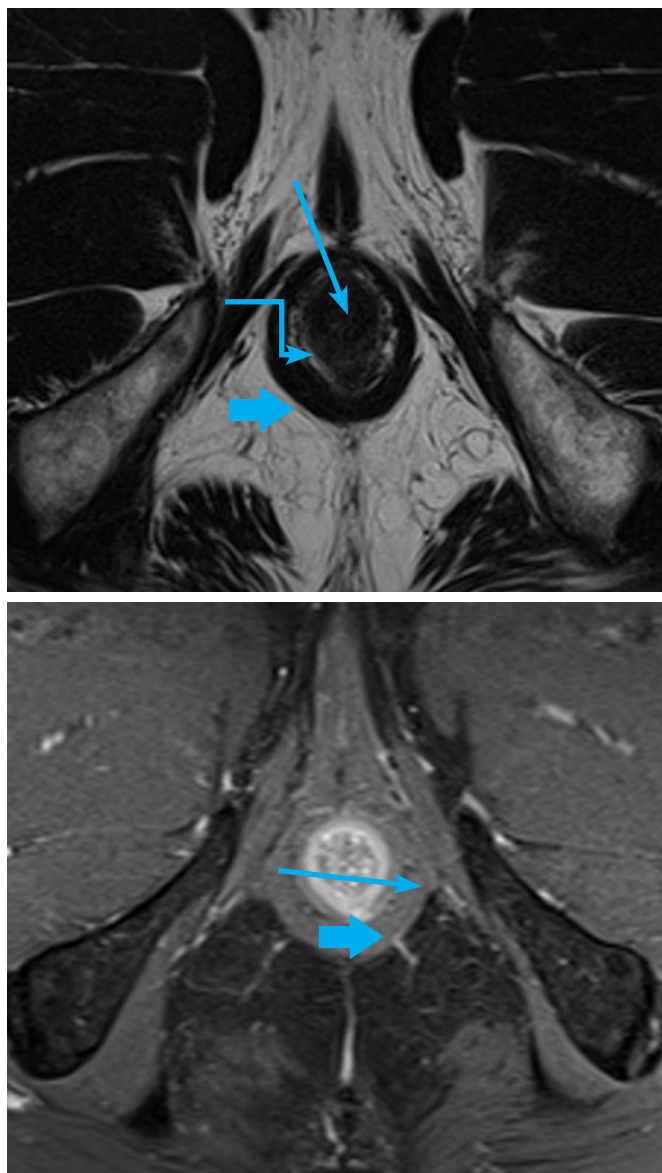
RM de la región perianal. A. T2 en plano axial, en el que se observa el esfínter anal interno (flecha larga) y el esfínter anal externo (flecha corta) con disminución de la señal. El espacio interesfinteriano (flecha curva) y las fosas isquioanales, que rodean al complejo esfinteriano, presentan alta intensidad de señal. B. T1 FS con contraste al mismo nivel que A, note la intensa captación del esfínter anal interno y la hipo captación del esfínter anal externo.
